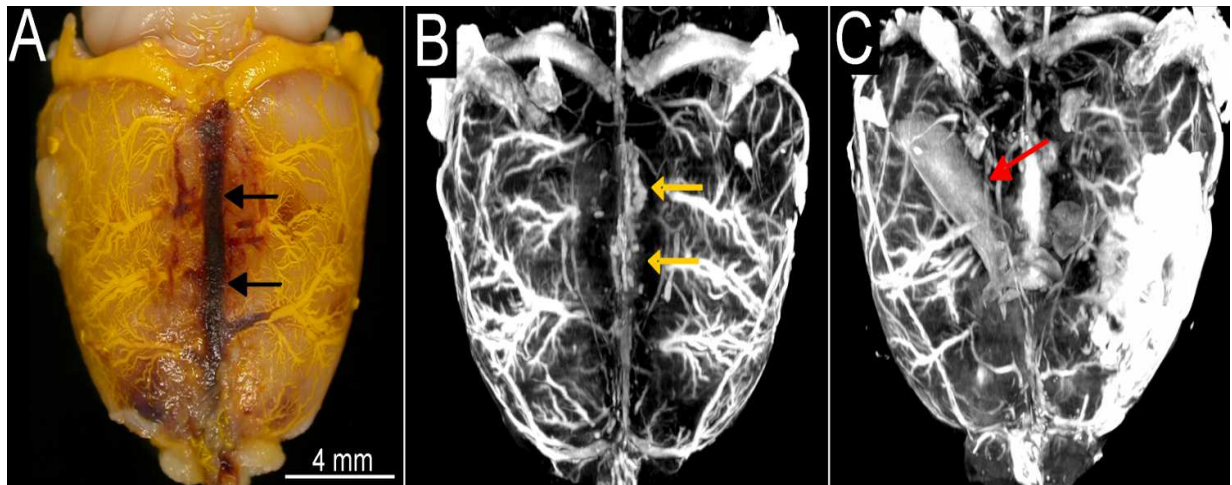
Makroskopisches Bild des Rattengehirns nach Induktion der SSS Thrombose (schwarze Pfeile). Mikro-CT Bilder (B, maximum intensity projection) demonstrieren SSS Thrombose (gelbe Pfeile) mit konkomitant erweiterten kortikalen Venen. MIP (C) Mikro-CT Bild demonstriert Kontrastmittelgefüllten Seitenventrikel (roter Pfeil).
